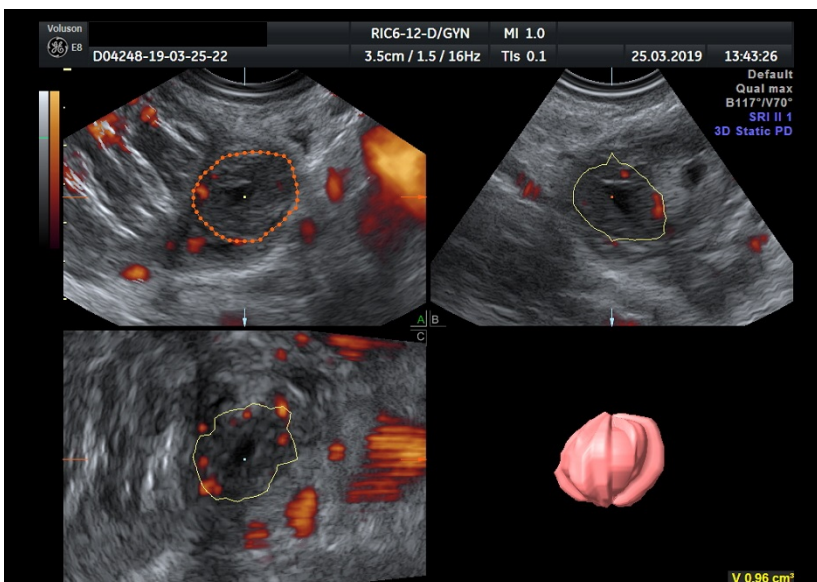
Obraz trójwymiarowy ciąży jajowodowej - prezentacja 3D static Power Doppler
